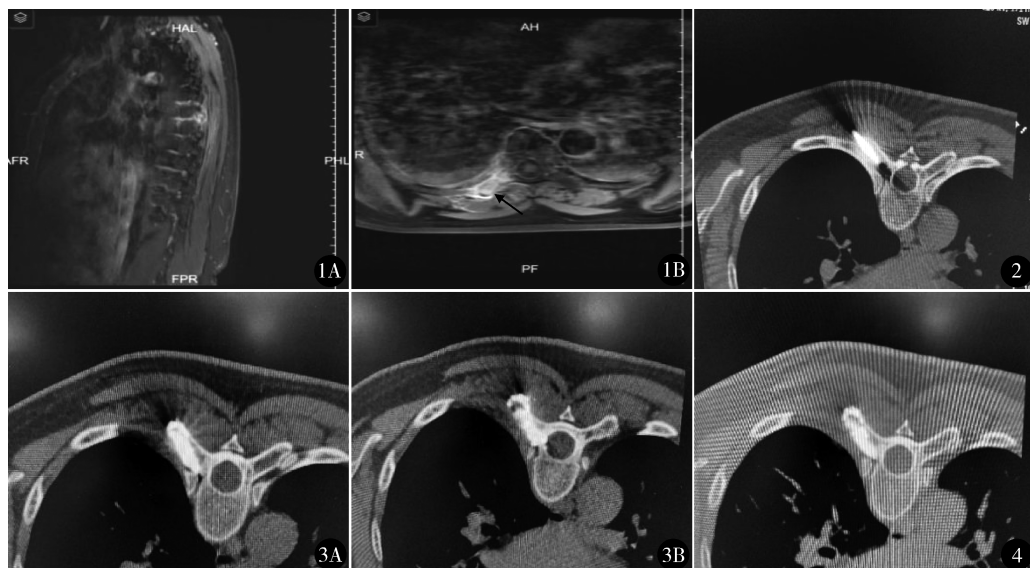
术前MRI(A)、CT(B)显示T₇椎体右侧横突骨转移瘤,骨质破坏 图2 微波消融穿刺针在CT引导下对转移瘤进行微波消融 图3 向病变部位注射骨水泥1.8 ml,附件周围骨水泥填充均匀 图4 术后半年CT示骨水泥填充均匀,周缘骨质及软组织内无肿瘤浸润
